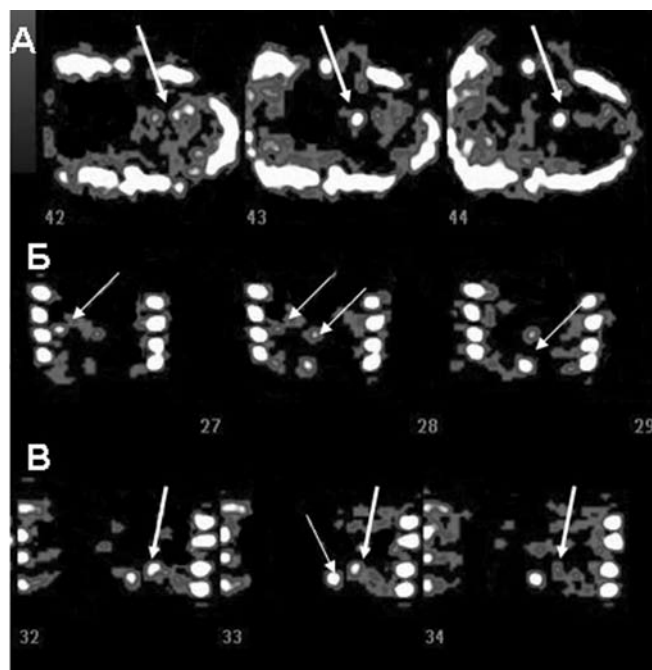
Поперечные (а), фронтальные (б) и сагиттальные (в) томографические срезы фантома сердца с очаговыми включениями индикатора слабой интенсивности в миокард
